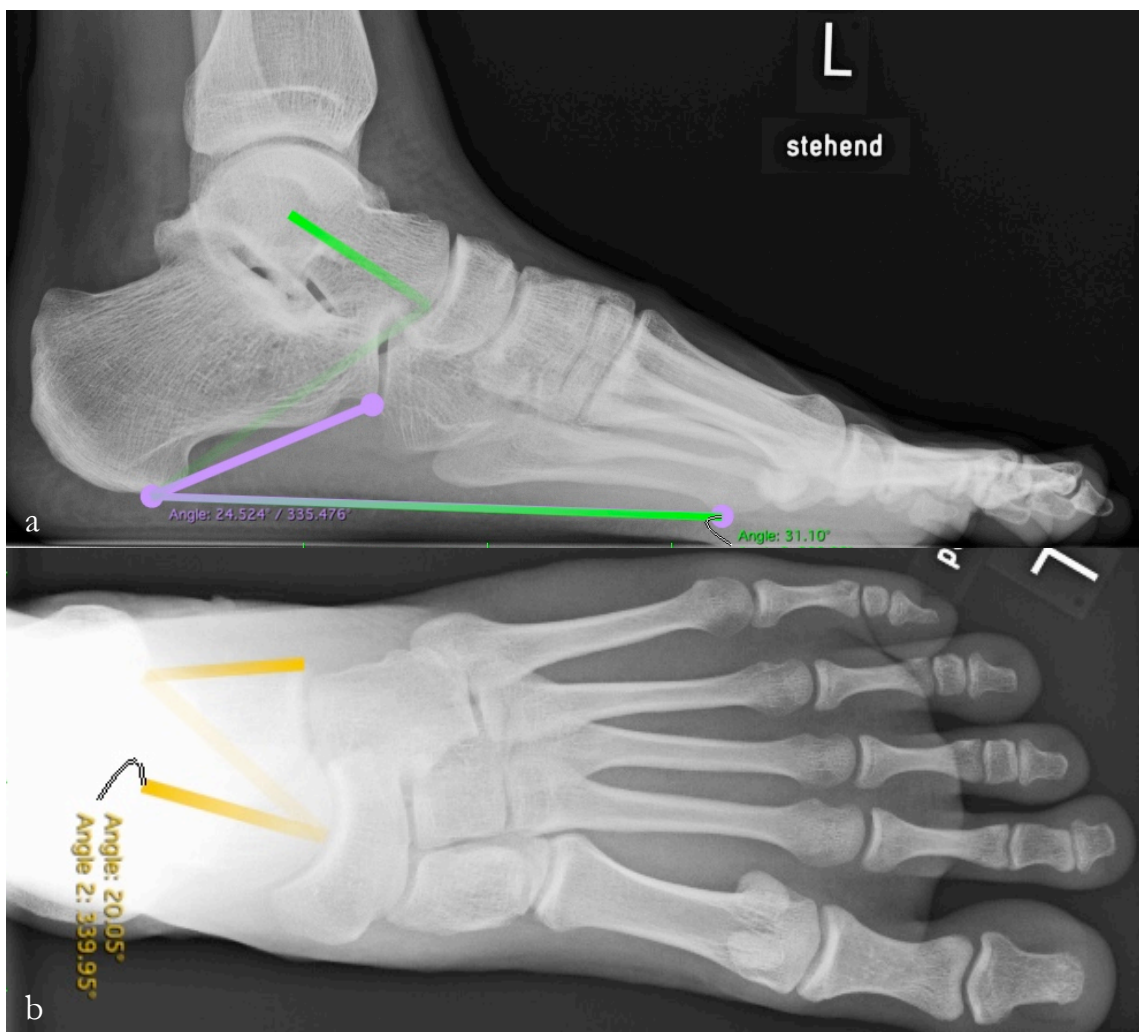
Röntgenaufnahme des rechten Fuß im lateralen (a) und dorsoplantaren (b) Strahlengang; radiologischer Befund 3 Monate nach Explantation der Vario-Schraube® in plantigrader Fußstellung
